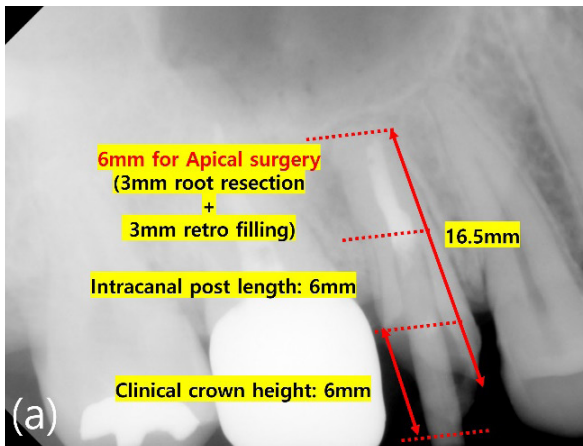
(a) 새로운 post 식립 공간 성형, (b) post 및 코어 수복 완료 후 구내 방사선 사진
